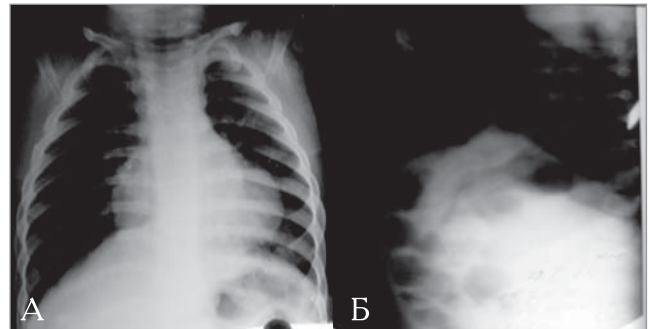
(а, б). Рентгенографія органів грудної і черевної порожнини в прямій та боковій проєкціях у дитини Р., 1 рік 2 міс., з ретростеральною природженою діафрагмальною грижею Морганьї
